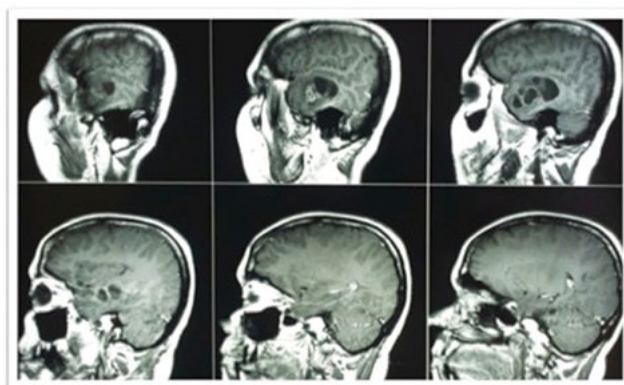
ressonância magnética de crânio pré-operatória. Imagem em T1 sagital com contraste (gadolinio) identifica lesão de componente sólido-cístico, ocupando quase todo o lobo temporal direito.
